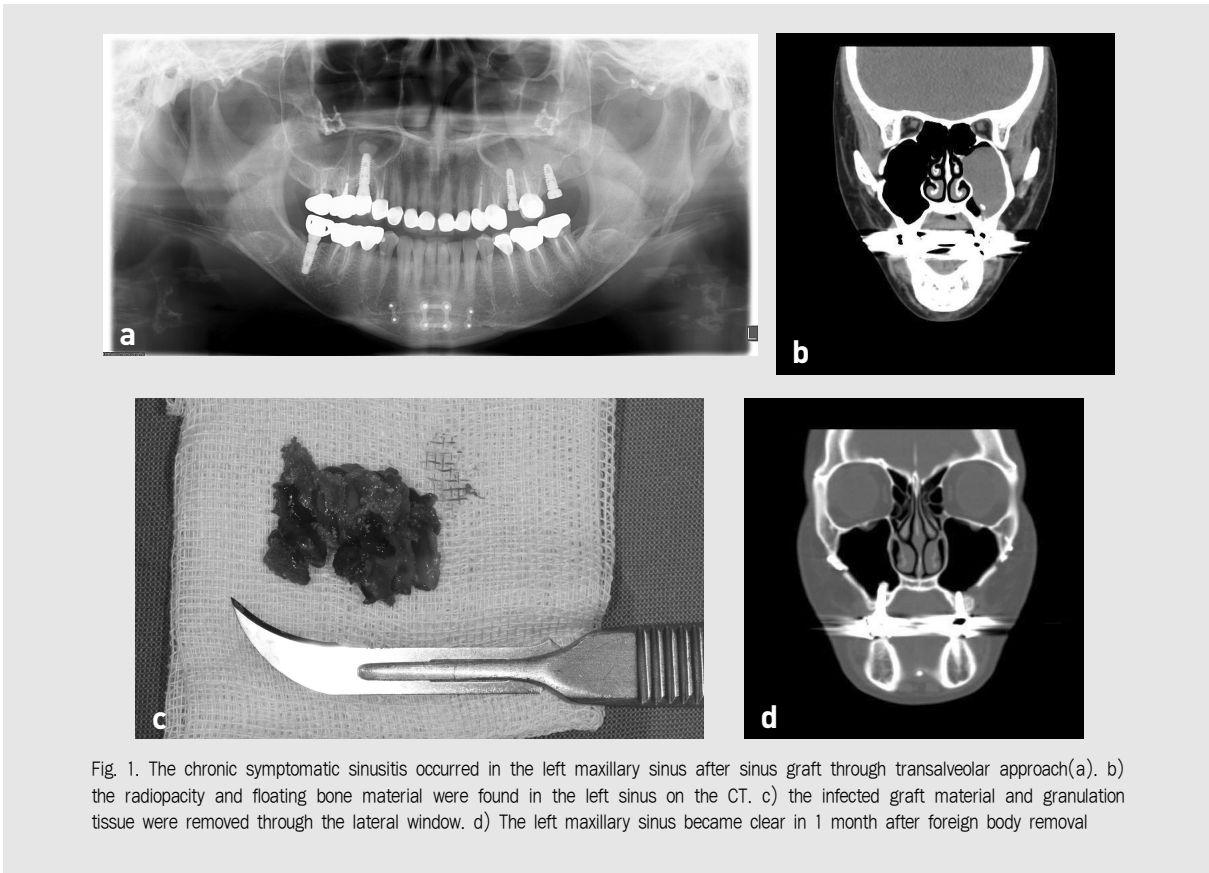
The chronic symptomatic sinusitis occurred in the left maxillary sinus after sinus graft through transalveolar approach(a). b) the radiopacity and floating bone material were found in the left sinus on the CT. c) the infected graft material and granulation tissue were removed through the lateral window. d) The left maxillary sinus became clear in 1 month after foreign body removal
